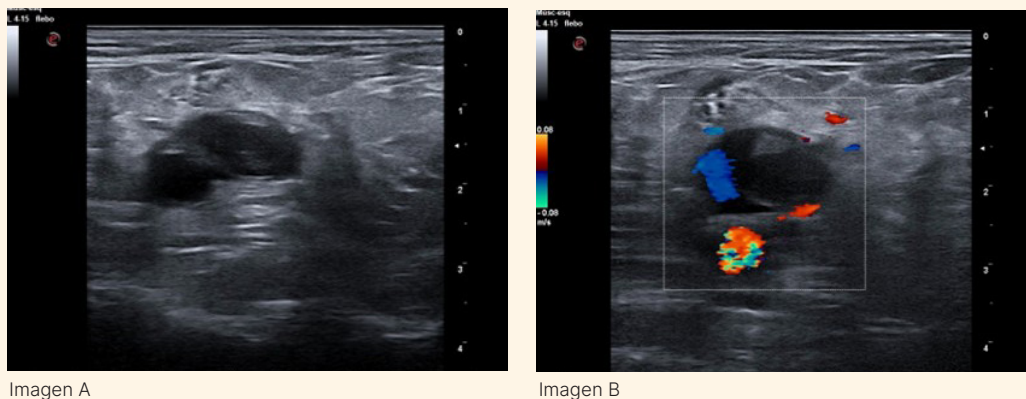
Imagen obtenida a nivel poplíteo. A: se observa VP con aumento de calibre y material ecogénico que, a la presión con el ecógrafo no colapsa; posterior a esta se observa la AP. B: imagen con Doppler color, en el que no se observa flujo en VP a nivel central, donde se observa material que ocupa la luz.
